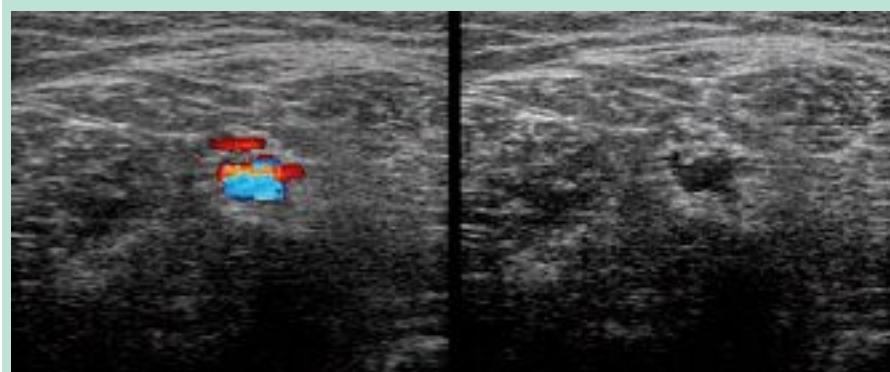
La varice du nerf sciatique (le reflux est montré par le Doppler couleur), en général très discrète, pénètre le nerf et passe à travers ses fibres nerveuses ou son péri-nerve avec une image échographique très particulière en « cible ».
